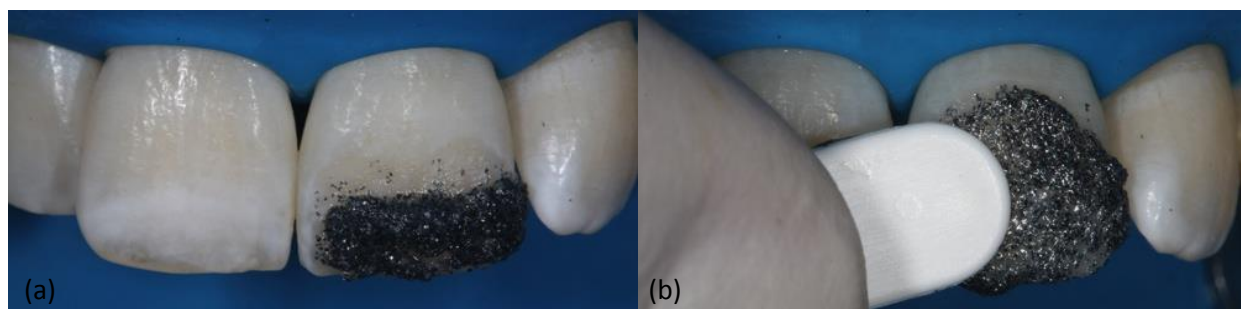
Aplicação do composto de microabrasão (Whiteness RM, FGM, Joinville, SC, Brasil). Material posicionado (a); espátula plástica esfregando o material (b)
